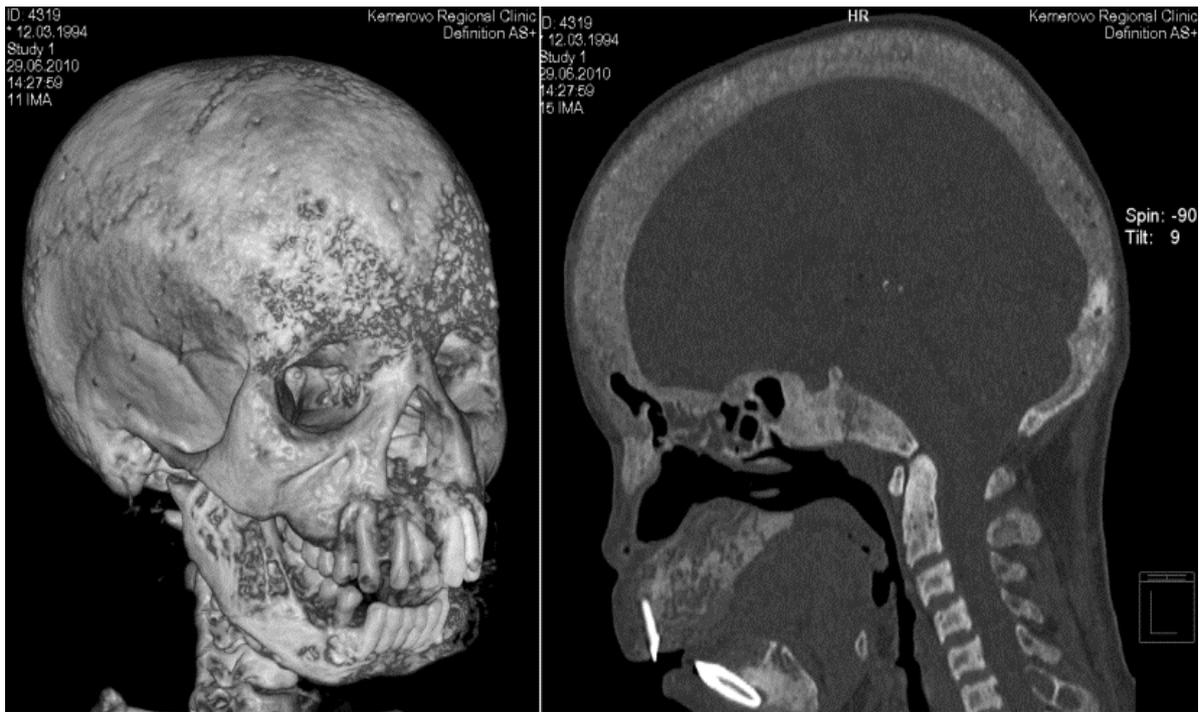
КТ костей черепа больного Б.1, 26 лет
